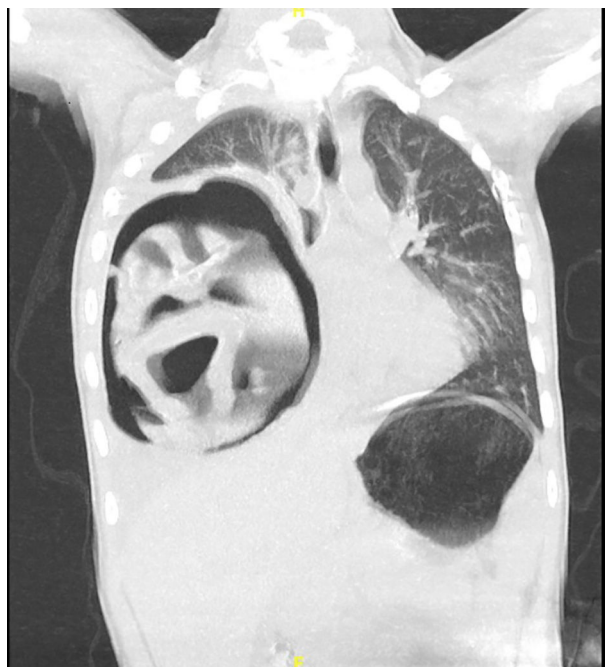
TC de tórax corte coronal. Gran lesión quística derecha con nivel hidroaéreo, atelectasia lobar media e inferior y desplazamiento mediastínico contralateral.
